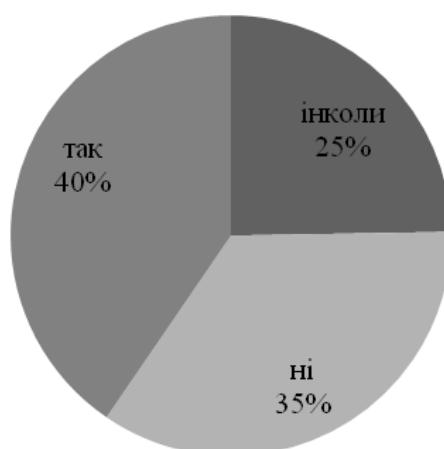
Графічне зображення впливу музики під час навчального процесу.
